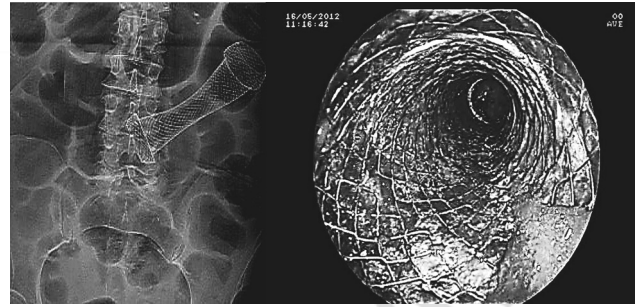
Данные обзорной рентгенографии живота и колоноскопии после лазерной реканализации опухоли и установки саморасширяющегося стента из никелида титана (CHOOSTENTM. I. Tech, Южная Корея [СУ]) у пациента с толстокишечной обтурационной непроходимостью (наблюдение авторов)
